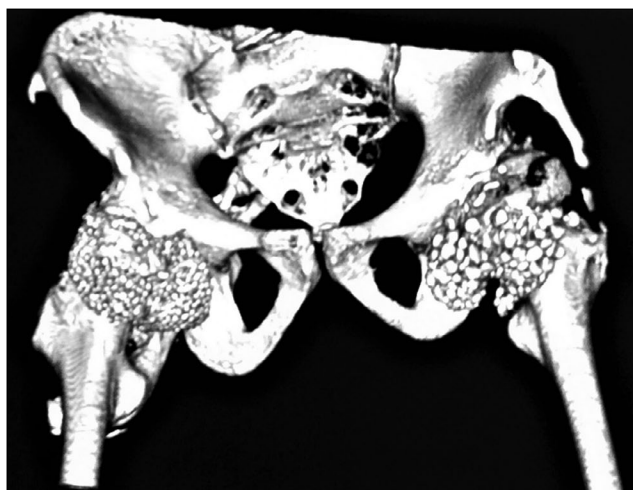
Three-dimensional CT reconstruction of the hip joints, anterior view: marked synovial chondromatosis.
